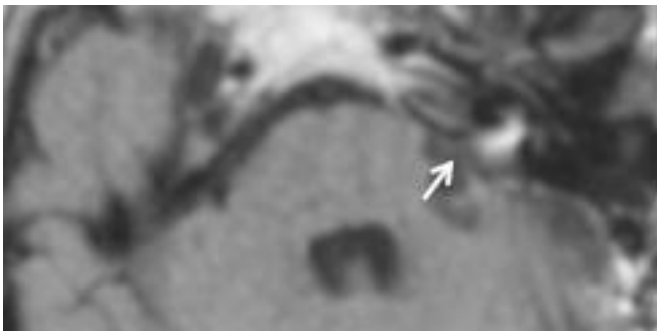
RM axial con contraste realizada a los tres meses de la primera intervención quirúrgica. Se observa captación de contraste nodular en CAI izquierdo (flecha).
